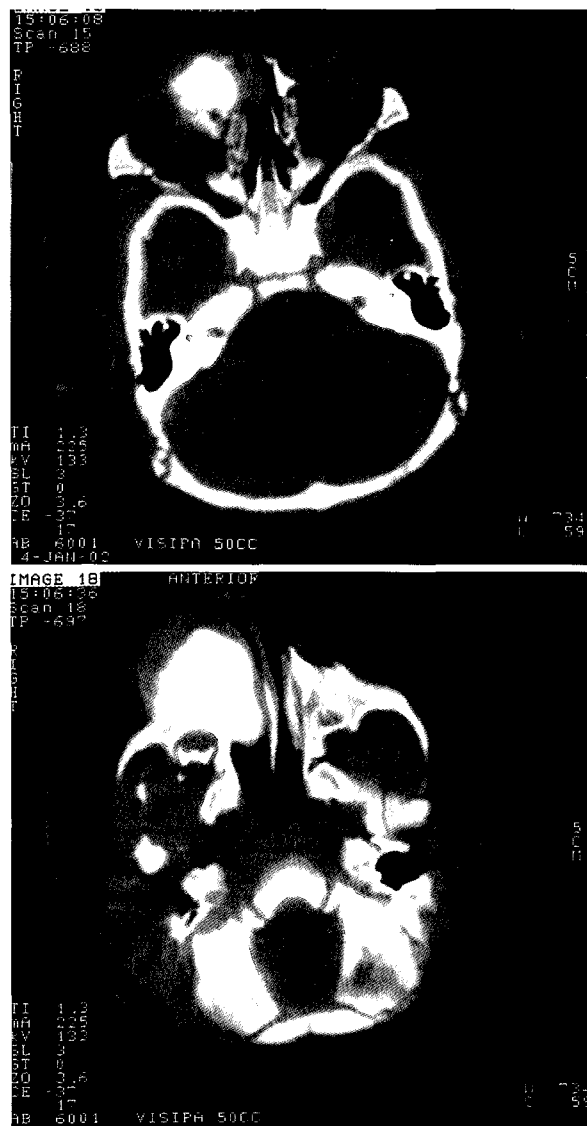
At 4 weeks after operation, CT scans show the lesion occupying right maxillary sinus encroaching to the orbit and nasal cavity.
